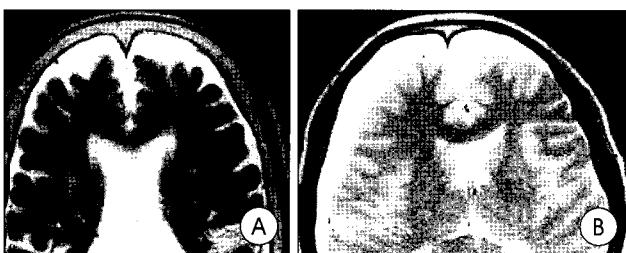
Differential diagnosis of subdural hygroma from enlargement of the subarachnoid space. A : Axial T2-weighted magnetic resonance(MR) image of the patient with senile dementia shows fluid-void area(arrows) of vessels which cross the subarachnoid space. B : Axial T2-weighted MR image of the patient with traumatic subdural hygroma. There is no vessel crossing the subdural space.
